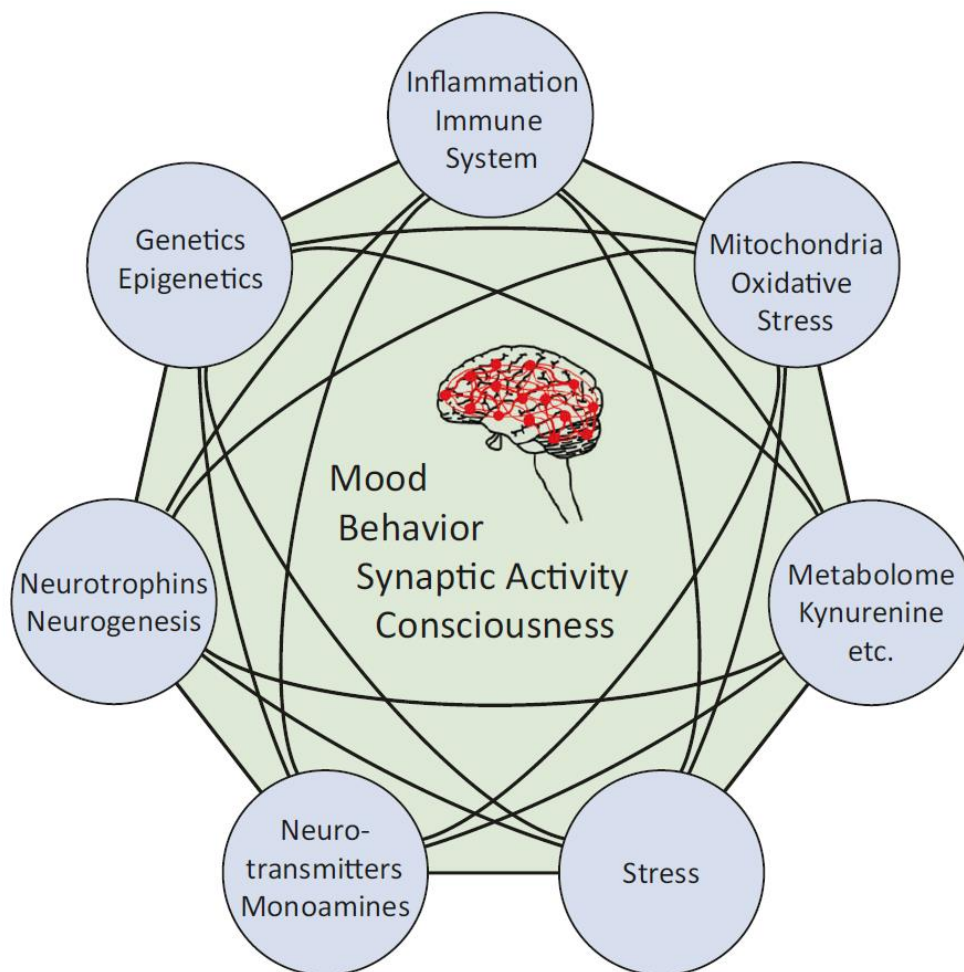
Vías moleculares y fisiológicas determinantes para el desarrollo de la depresión. El trastorno depresivo mayor (TDM) está determinado por la acción de diferentes rutas de señalización que pueden estar interrelacionadas. La relativa contribución de cada vía varía entre los pacientes individuales lo que refleja la alta complejidad de la enfermedad (Fries *et al.*, 2023).
